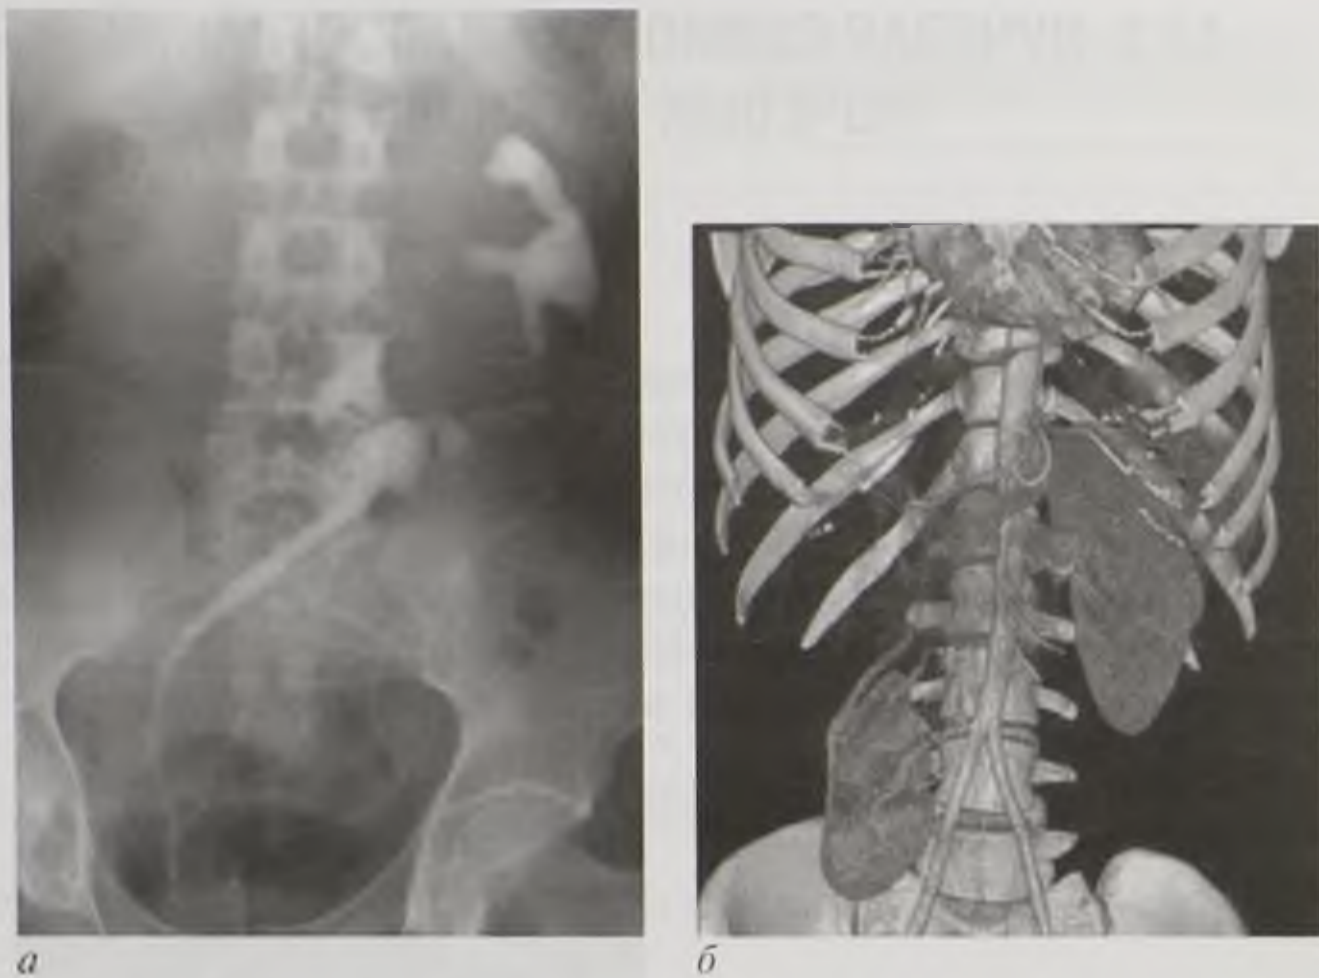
Дистопия почек (разные пациенты): *а* — экскреторная урограмма, гетеролатеральная подвздошная дистопия левой почки; *б* — компьютерная томограмма с внутривенным контрастированием в артериальную фазу (объемная реконструкция), поясничная дистопия правой почки
